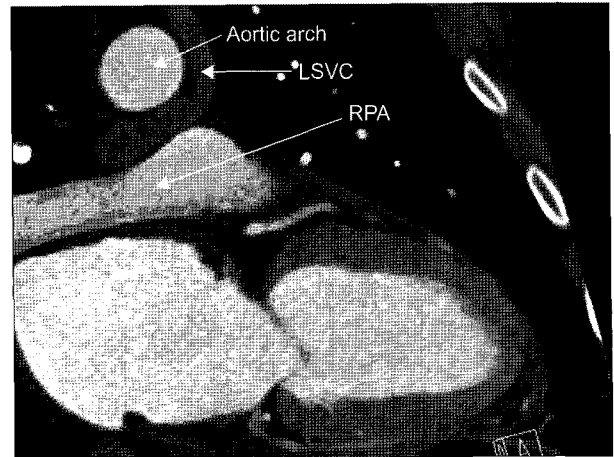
Postoperative cardiac computerized tomography shows retro-aortic course of the left SVC without kinking or stenosis. LSVC=Left superior vena cava; RPA=Right pulmonary artery.
